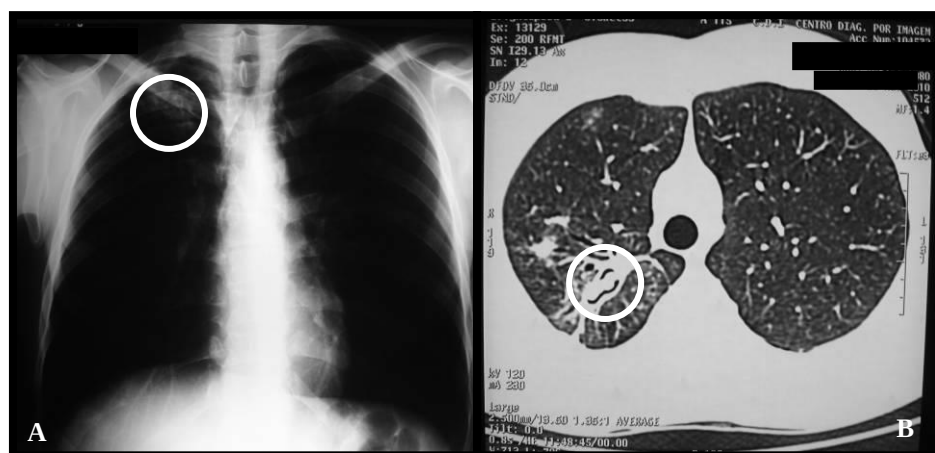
Aspectos de imagem do tórax com cavidade preenchida por massa no ápice do pulmão direito compatível com aspergiloma (A) e Tomografia Computadorizada de Alta Resolução (B).
